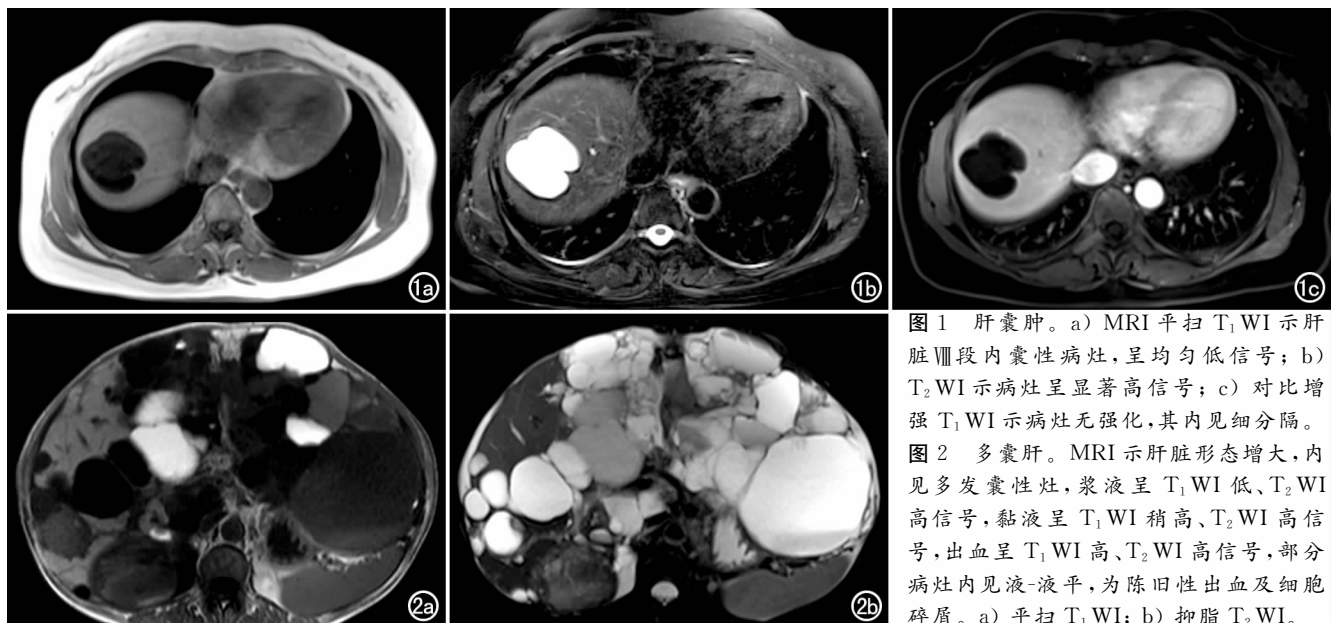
肝囊肿。a) MRI 平扫 T₁WI 示肝脏Ⅷ段内囊性病灶,呈均匀低信号; b) T₂WI 示病灶呈显著高信号; c) 对比增强 T₁WI 示病灶无强化,其内见细分隔。
